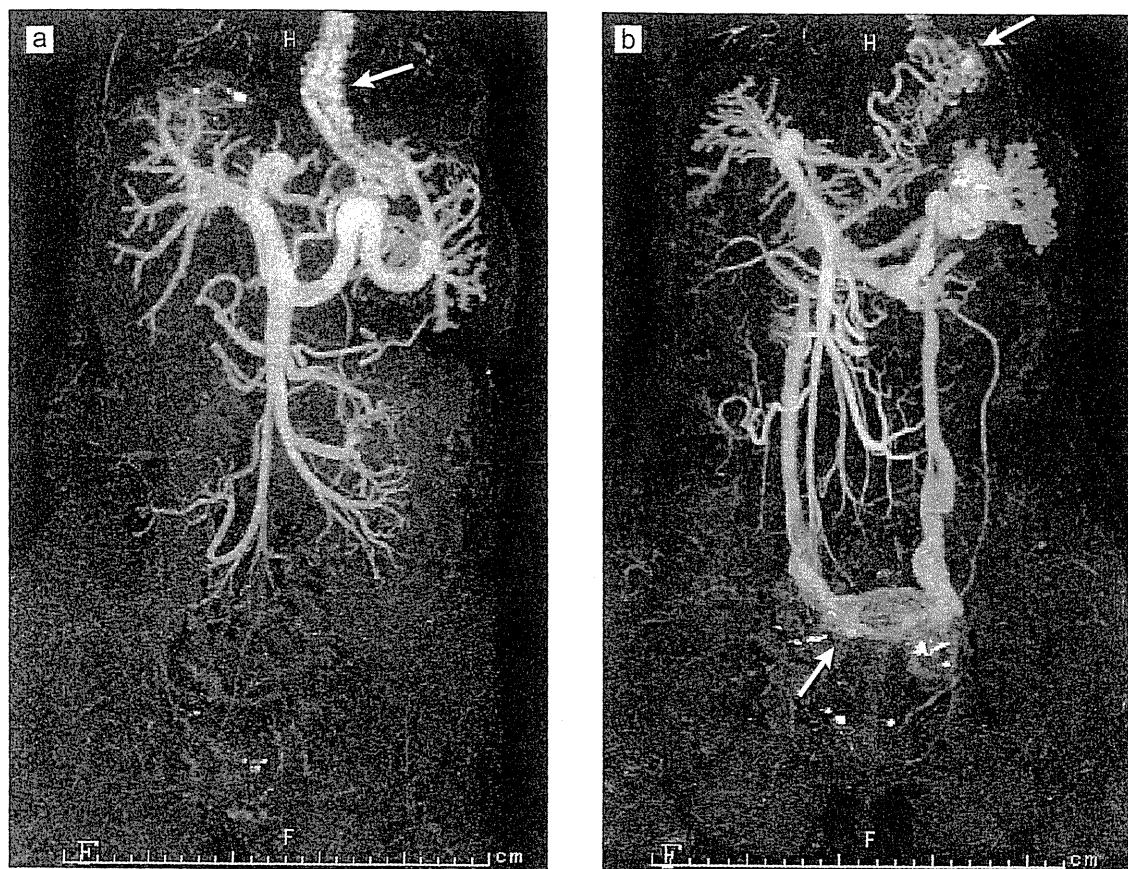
肝硬変にみられた門脈側副血行路の3D-CT像
